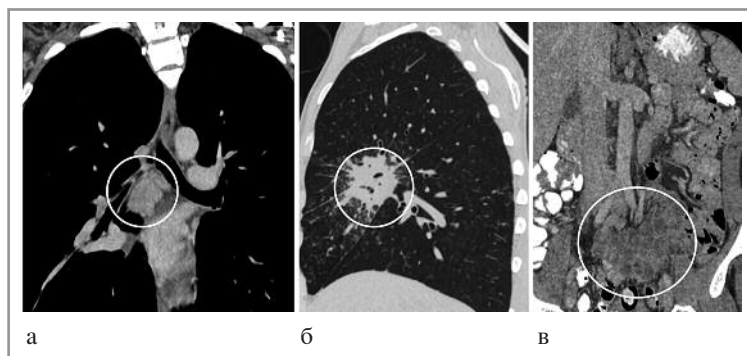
КТ-исследование до лечения: а – увеличенные казеифицированные внутригрудные лимфатические узлы; б – перибронхиальная инфильтрация и лимфогенная диссеминация легочной ткани; в – увеличенные казеифицированные внутрибрюшные лимфатические узлы.
